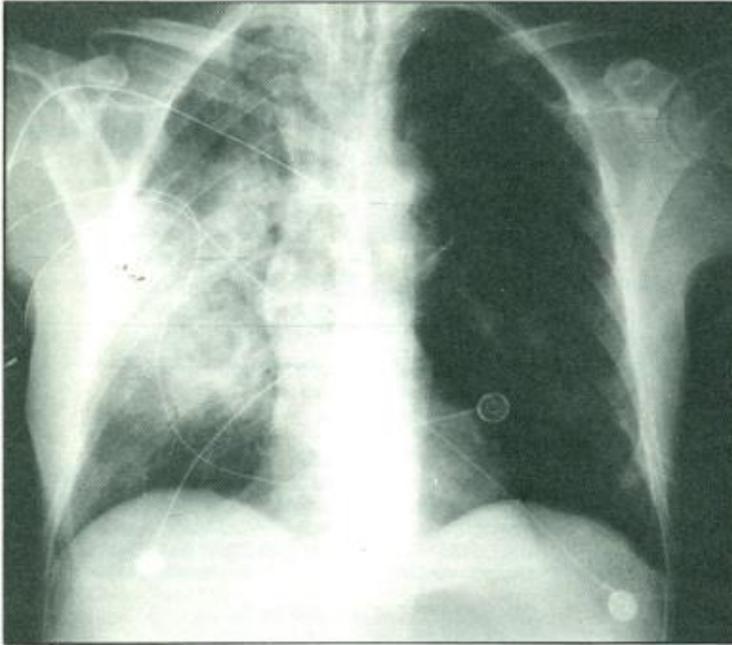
Radiografía de tórax al séptimo día de hospitalización.
